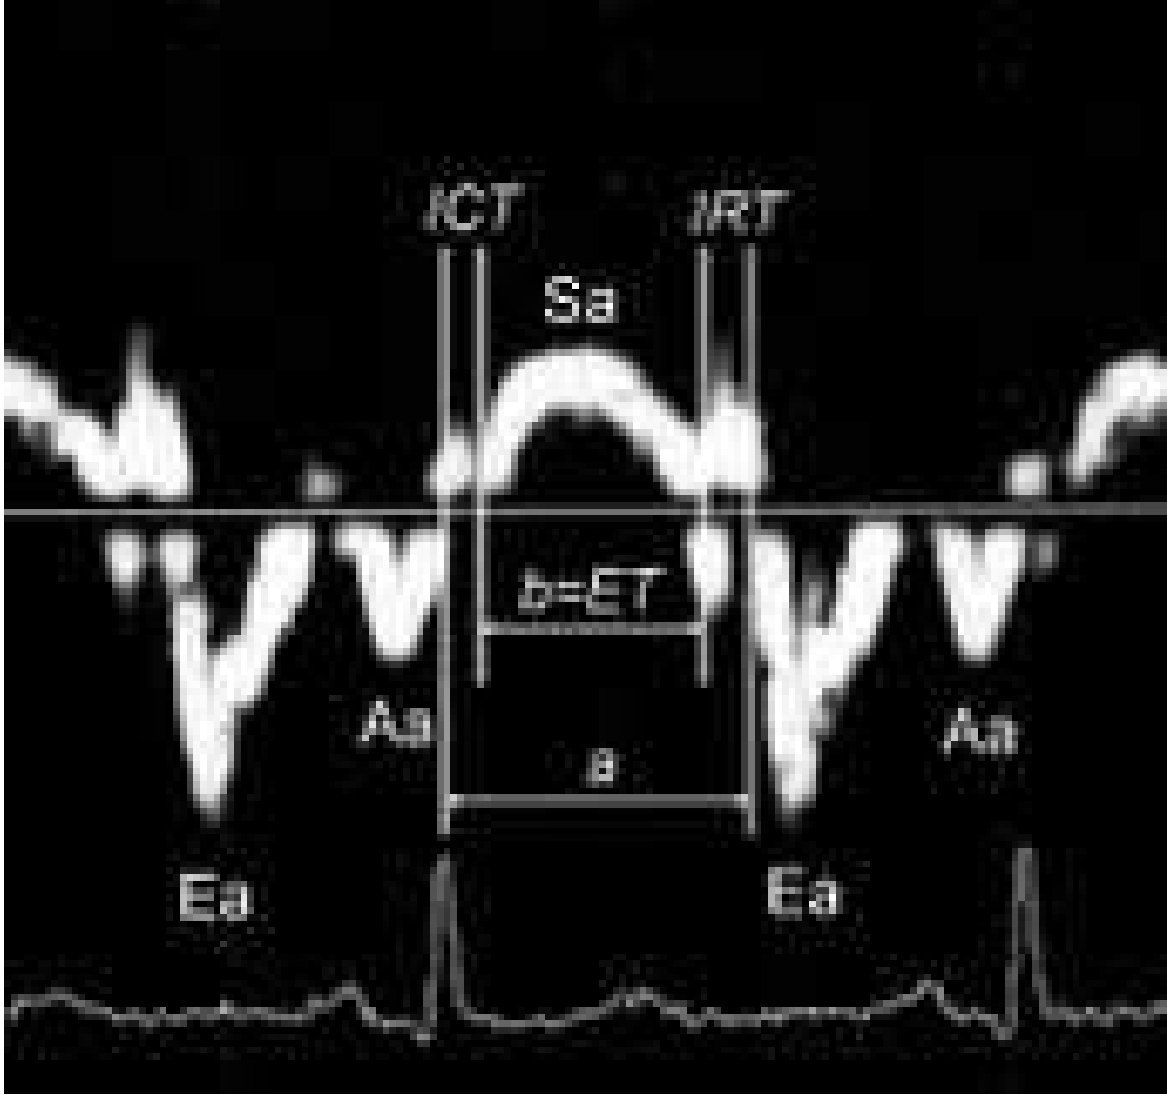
Pulsed dalga doku doppler ekokardiyografi ile Sağ ventrikül bazalde elde edilen miyokardiyal hız örneği (Sdt:Trikuspit sistolik dalga, Edt:Trikuspit erken diyastolik dalga, Adt:Trikuspit geç diyastolik dalga).
